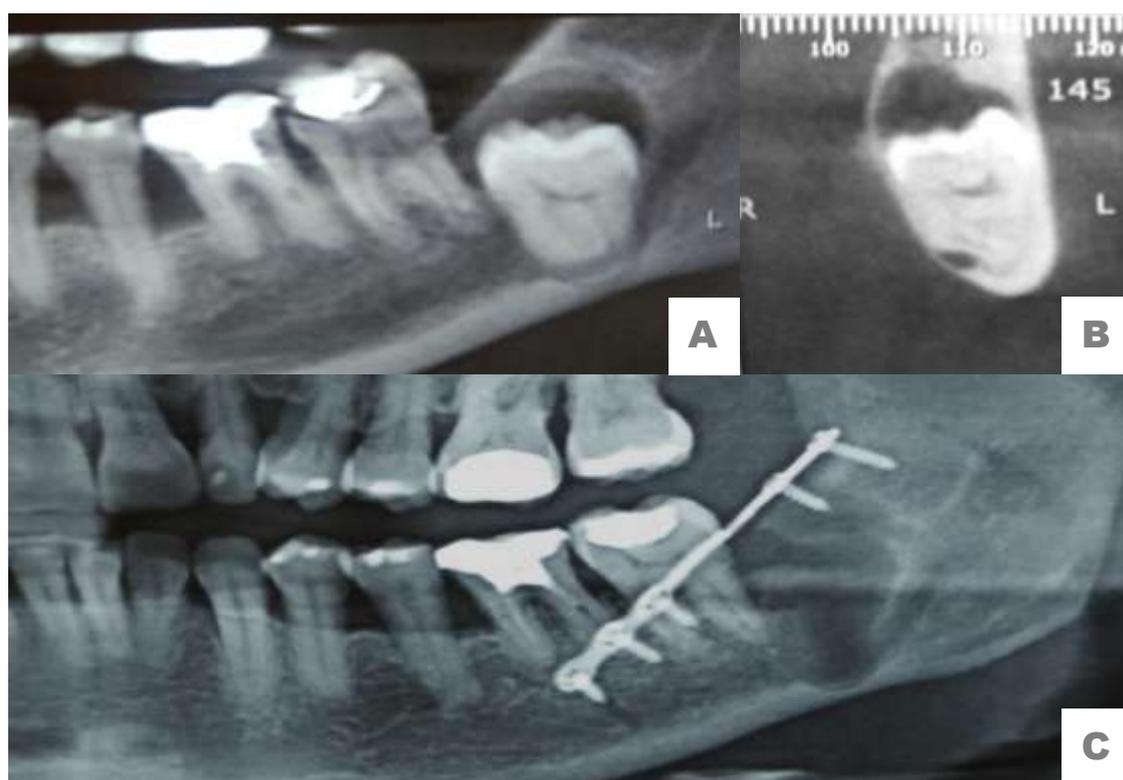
Rx panorâmico (A) e tomografia Cone Beam (B) evidenciando a retenção do dente 38 e o seu posicionamento na região próxima ao ângulo mandibular. Observa-se íntima relação com o nervo dentário inferior bem como pouco volume ósseo em região vestibular, lingual e basilar. No Rx panorâmico de 30 dias pós-operatórios da exodontia do dente 38 (C) demonstra-se a osteossíntese realizada no trans-operatório bem como a integridade da basilar da mandíbula.
